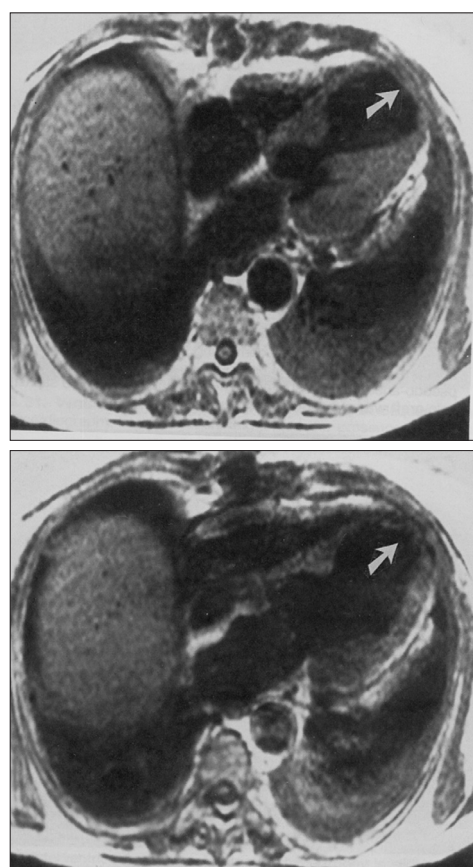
МРТ-зображення ЛШ в поперечному перерізі в систолі і діастолі
